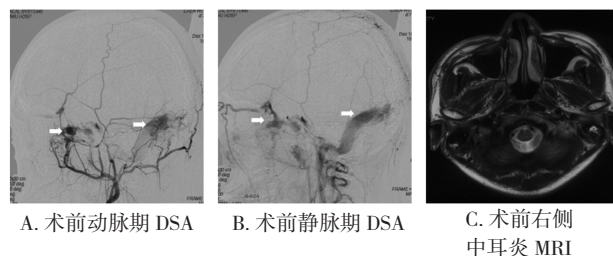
术前 DSA 及 MRI (见白色箭头)
